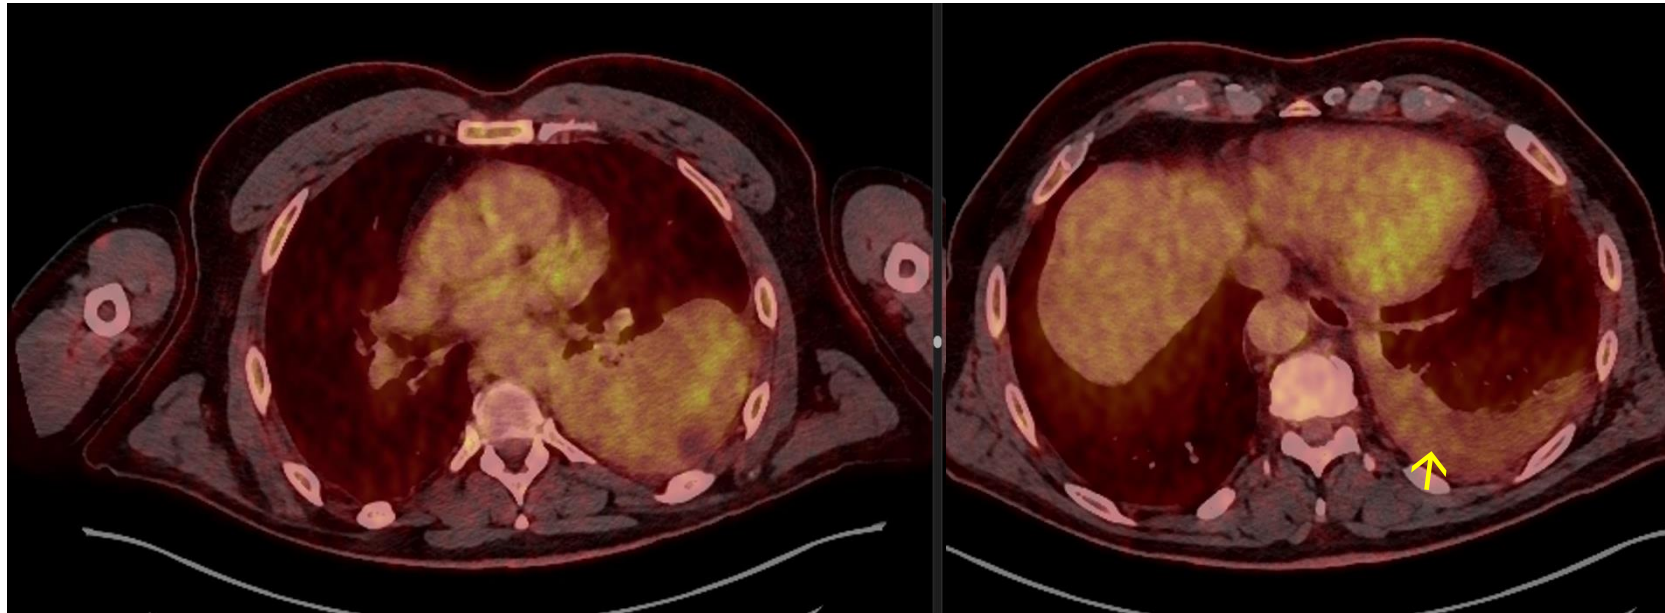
PET-TAC. Masa sólida que ha aumentado de tamaño y no presenta captación patológica de FDG. Derrame pleural izquierdo (→)
